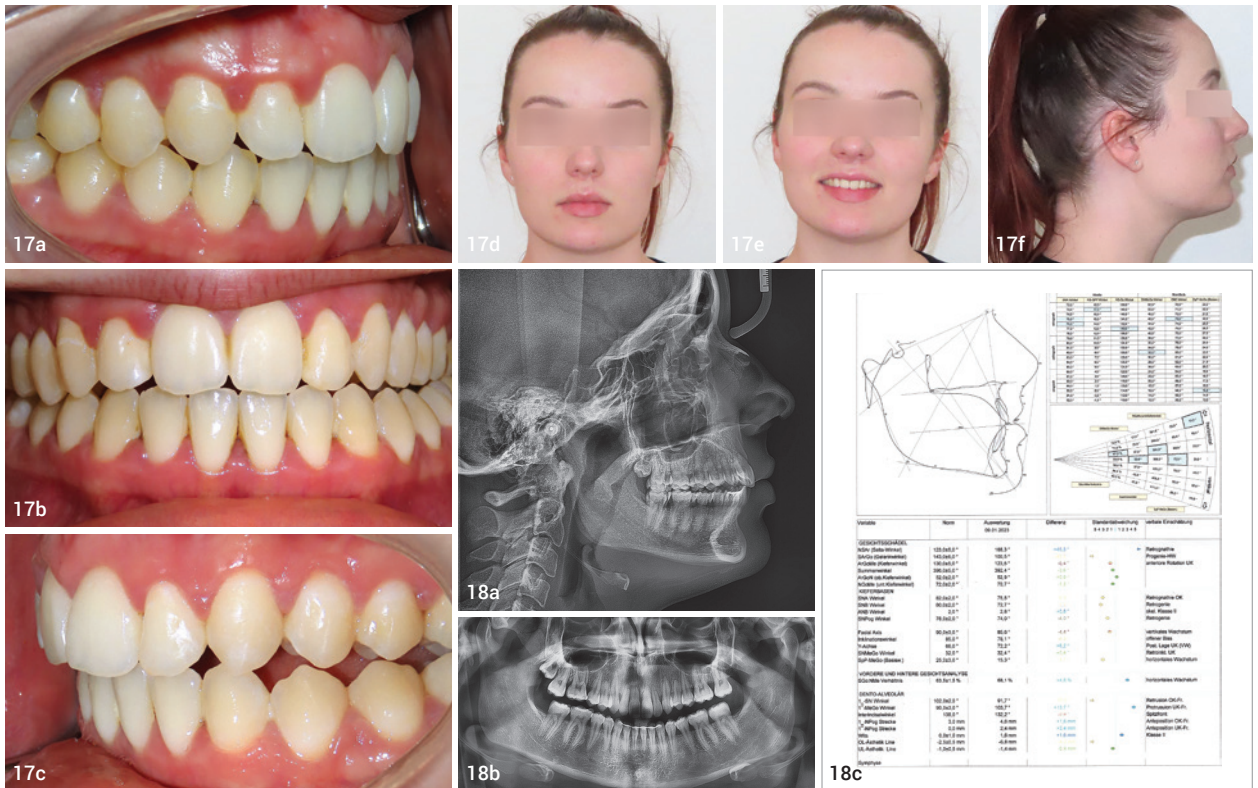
Nach abgeschlossener Behandlung: rechte Seite (a), anterior (b), linke Seite (c), Porträtaufnahme: Frontalansicht (d), Lächeln (e), Profilansicht (f). Abb. 18a–c: Kephalemtrische Aufnahme (a), Orthopantomogramm (b), Vermessung und Analyse (c).
